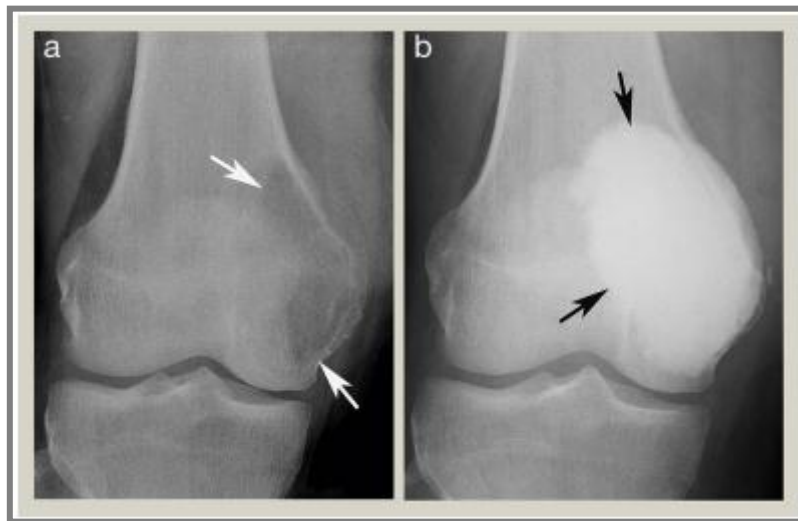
(a) : Radiographie antéro-postérieure du genou droit montrant une tumeur cellulaire géante du fémur distal (flèches) (Campanacci de type 2). (b) : Radiographie post-opératoire après curetage et cimentation (flèches)(Perera et al. 2017).
